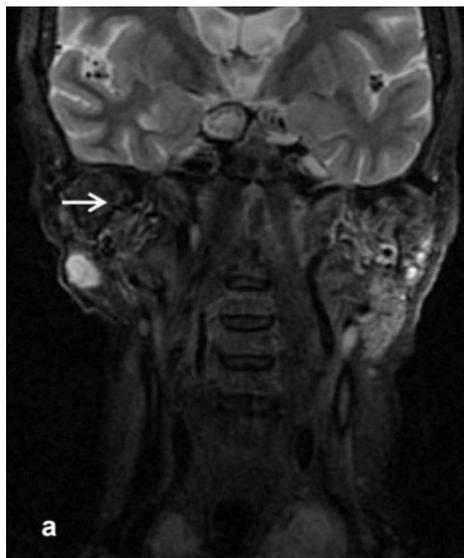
Resonancia magnética de las glándulas salivales (flecha blanca) post administración de contraste, con presencia de sialolito (Flecha roja)
